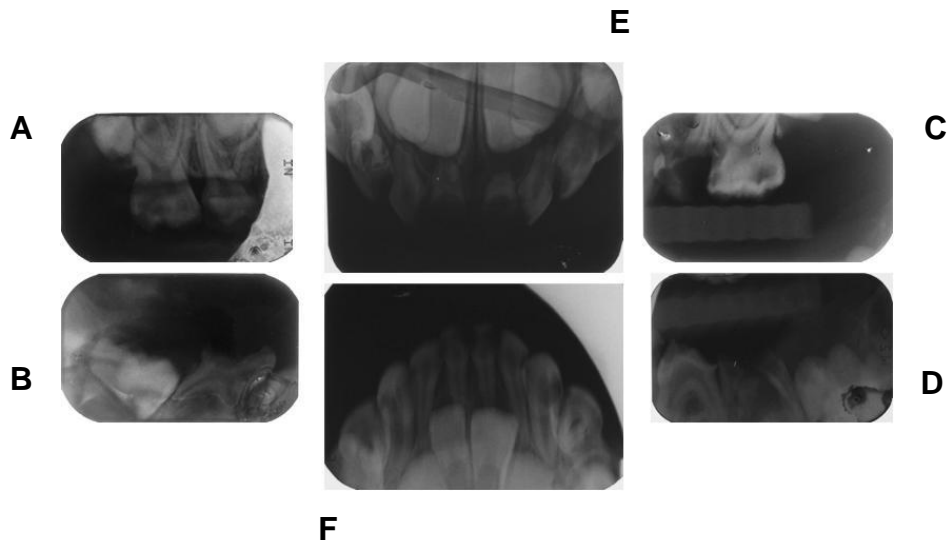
Radiografías Iniciales. (A) Periapical superior derecha. (B) Periapical inferior derecha. (C) Periapical superior izquierda. (D) Periapical inferior izquierda. (E) Oclusal superior. (F) Oclusal inferior. Fotos: Postgrado de Infantil cortesía de Residente de 2do año.
